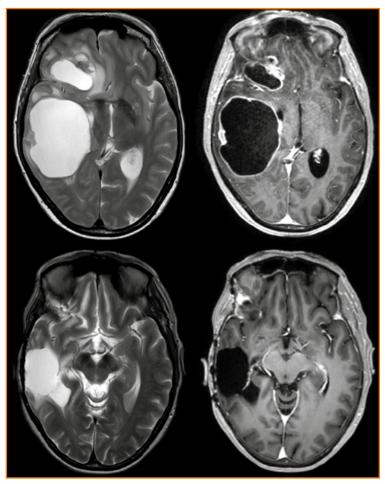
In der oberen Reihe die präoperativen axialen MRI-Bilder, links T2-gewichtet, rechts T1-gewichtet mit Kontrastmittel. In der unteren Reihe die postoperativen axialen MRI-Bilder, links T2-gewichtet, rechts T1-gewichtet mit Kontrastmittel. Für Details siehe Text.
